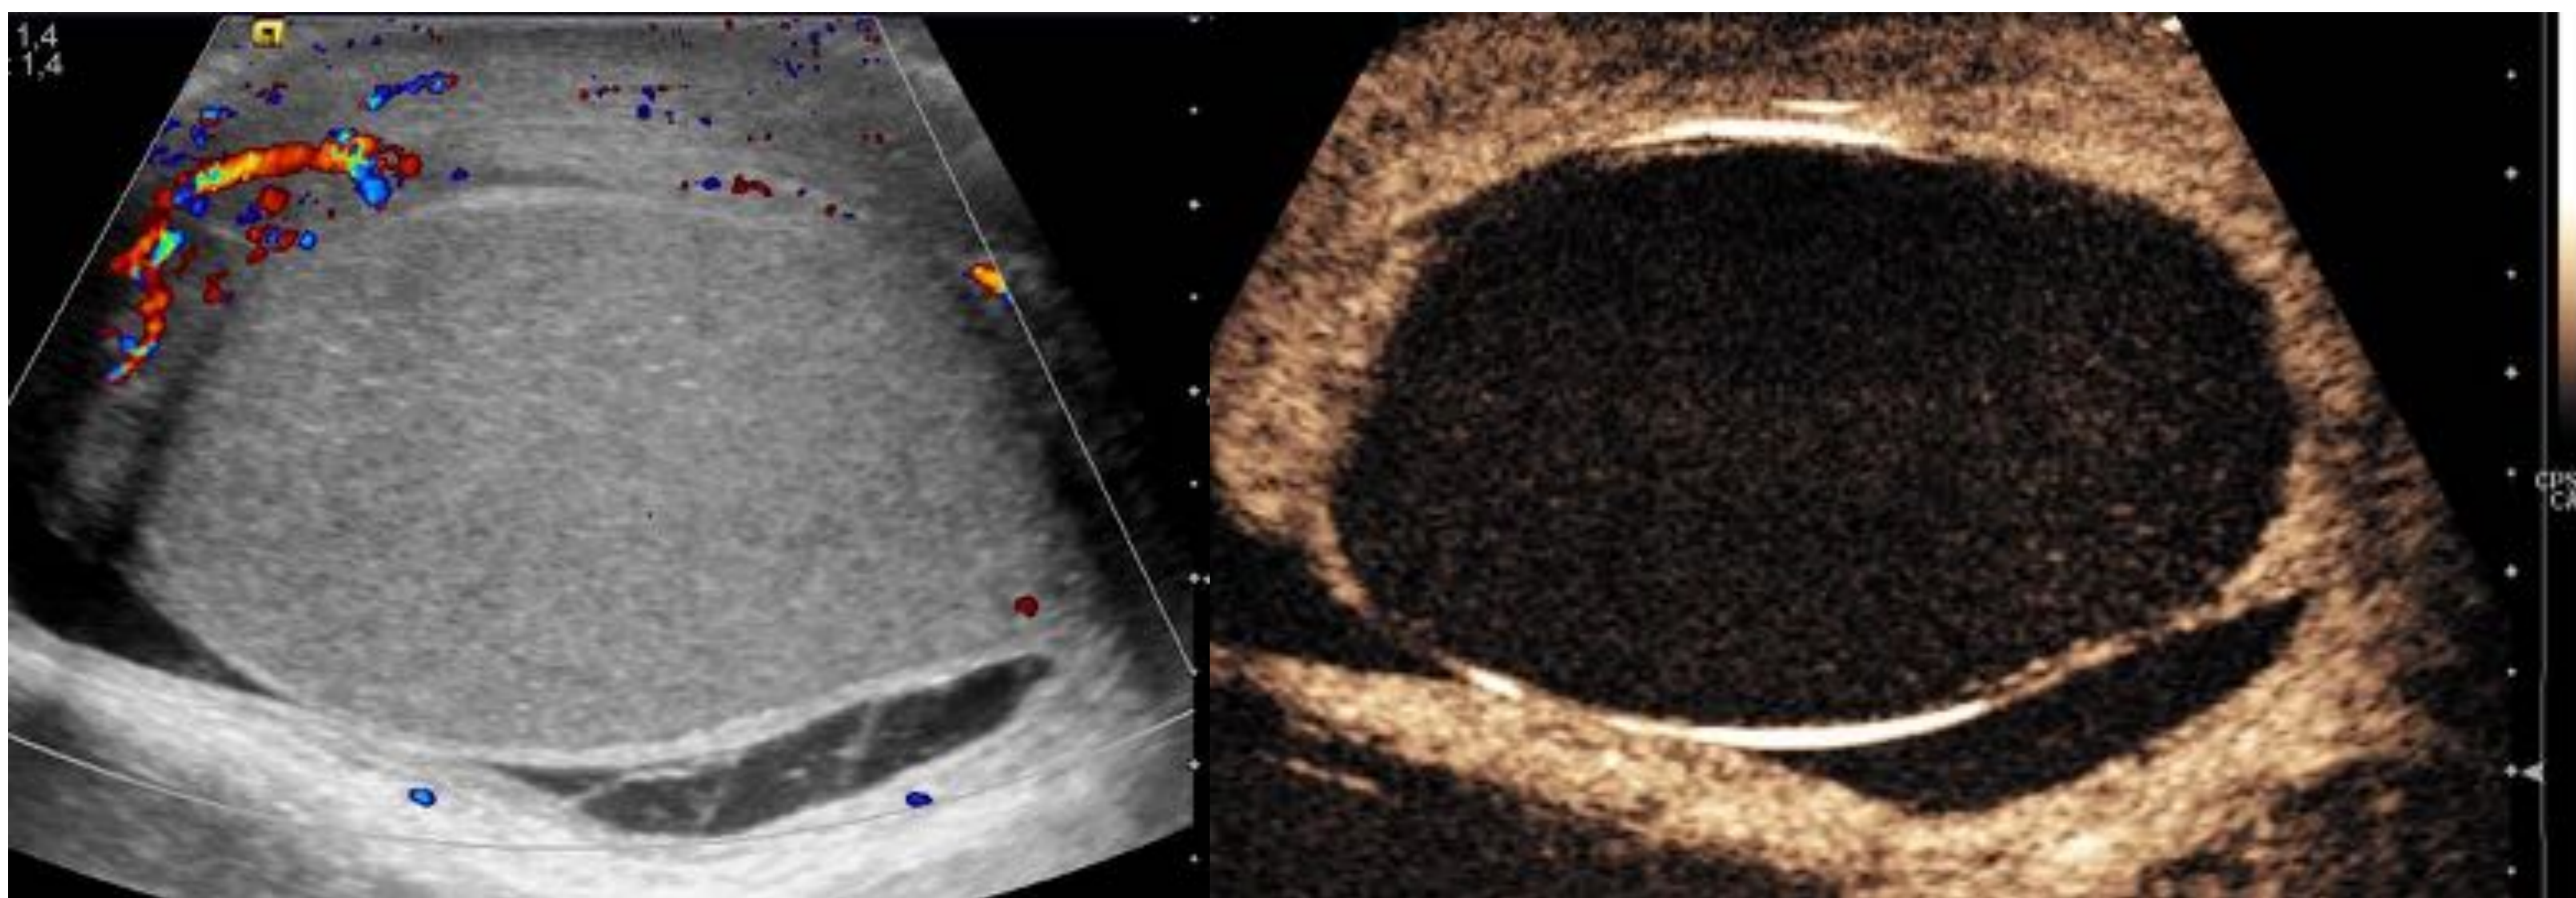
Escroto agudo. Ausencia total de flujo testicular demostrable mediante Doppler y así como de captación de CIV: TORSIÓN TESTICULAR
